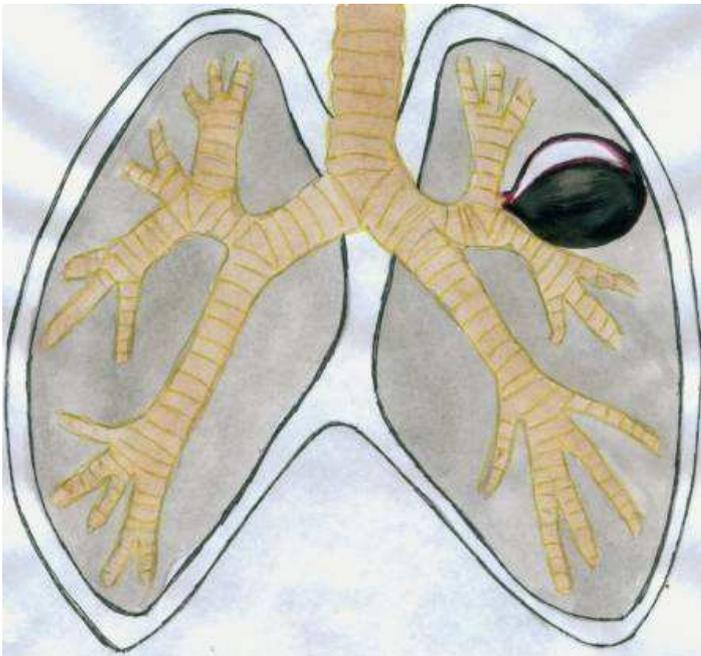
Рентген картина эхинококка правого легкого с прорывом в бронх (наличие газового пузыря с горизонтальным уровнем жидкости).
